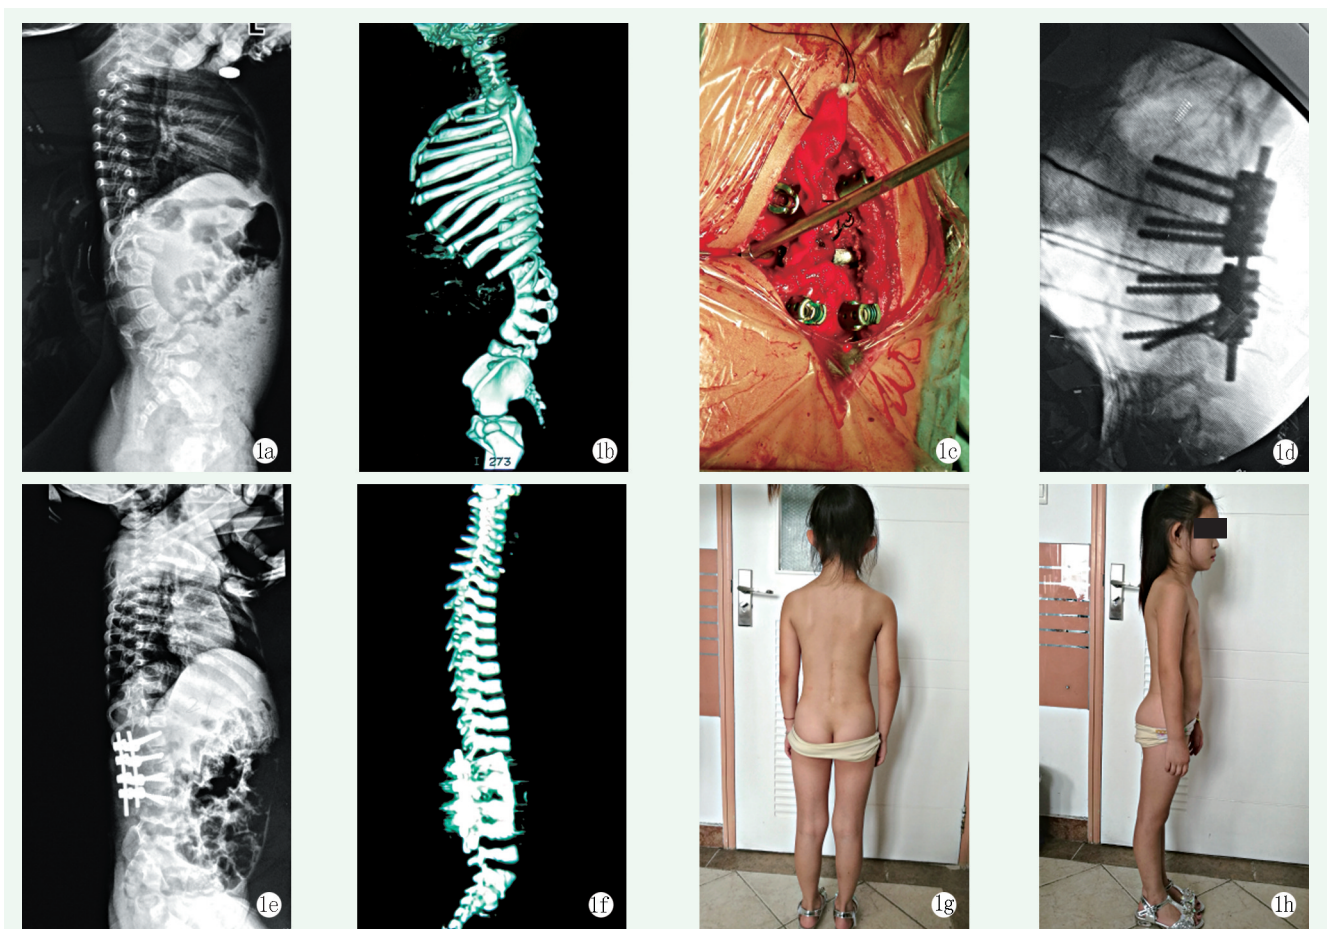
患者, 女, 15 个月, 以“腰背部后凸半年”入院 1a: 术前全脊柱侧位 X 线片示 L<sub>2/3</sub>, L<sub>4/5</sub> 椎体间分隔不全, 椎体附件发育异常 1b: 术前全脊柱 CT 三维重建示 T<sub>12</sub>~L<sub>4</sub> 椎体前缘骨性融合, 椎间隙变窄 1c: 术中 T<sub>12</sub>~L<sub>1</sub>、L<sub>3</sub>~L<sub>4</sub> 采用 II 级截骨, L<sub>2</sub> 采用 VI 级截骨但保留前方皮质 1d: 术中 C 形臂 X 线机透视矫正效果理想 1e, 1f: 术后全脊柱侧位 X 线片及全脊柱 CT 三维重建示矫形效果良好 1g, 1h: 术后 6 年 10 个月, 腰背部可见手术瘢痕, 脊柱生理曲度无明显异常, 腰椎屈伸、旋转、侧屈活动度均在正常范围内, 手术效果满意
